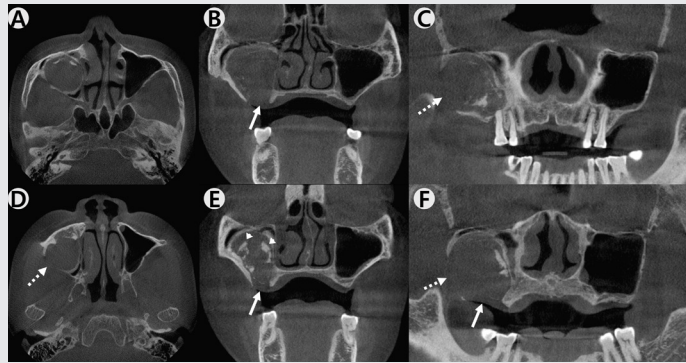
Expansile, soft tissue density mass is located in the right maxillary sinus from the reconstructed CBCT axial (A,D), coronal (B,E), panoramic (C,F) planes. There is an amorphous calcification within the mass (arrow head). Loss of the floor of the maxillary sinus (arrow) is observed and posterolateral wall of the maxillary sinus is also absent (dashed arrow).
